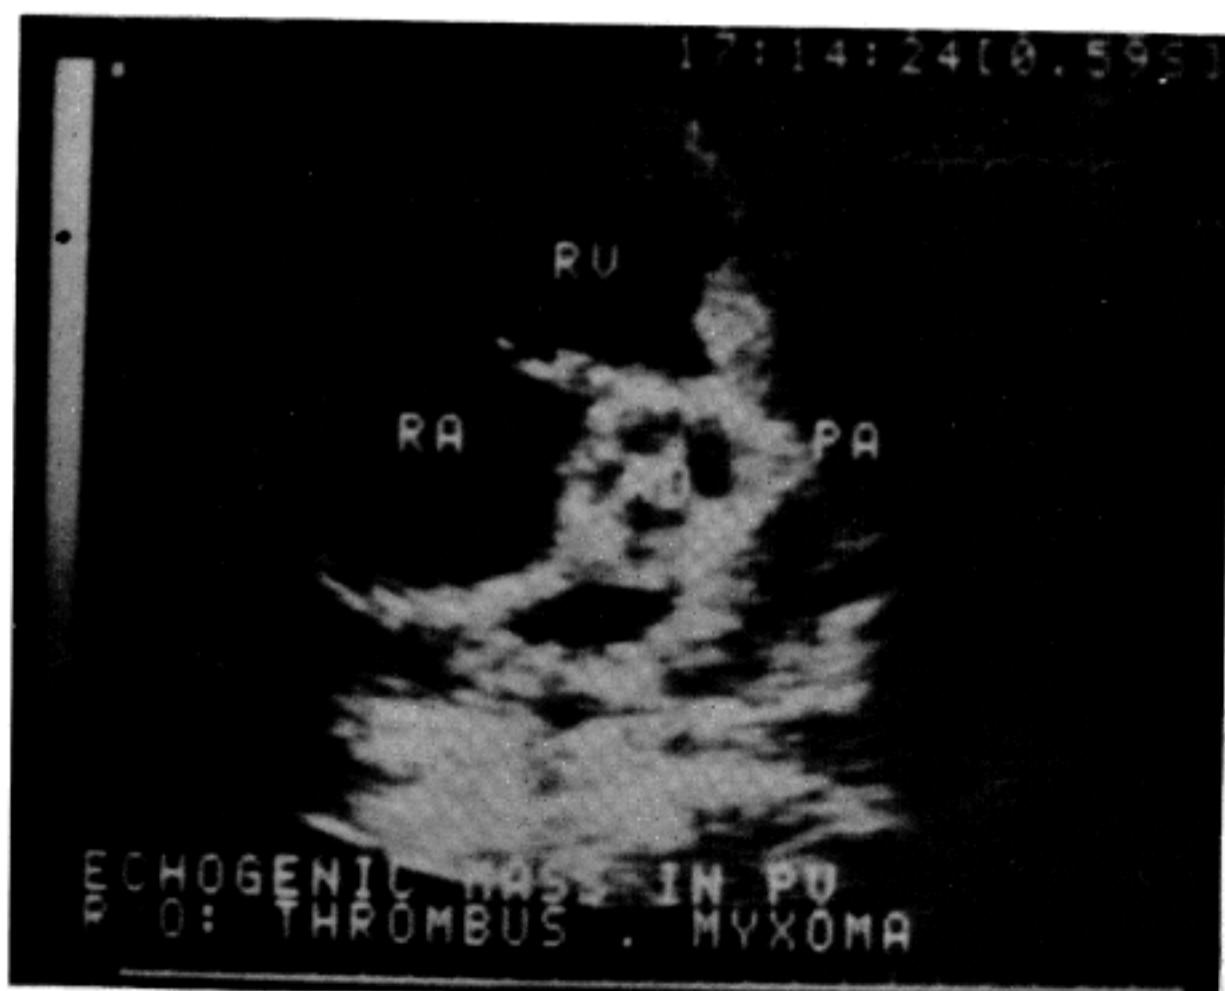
Two-D echocardiogram (parasternal short axis view) revealed dilated RA and RV, mass on RVOT and moderate pericardial effusion.
